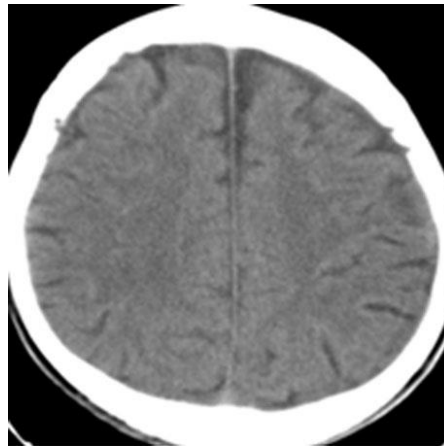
TAC simple de cráneo, vista axial con HSC frontoparietal izquierdo, isodenso. Al ingreso (A) y estudio evolutivo, sin colección subdural, dos meses después del tratamiento (B).
